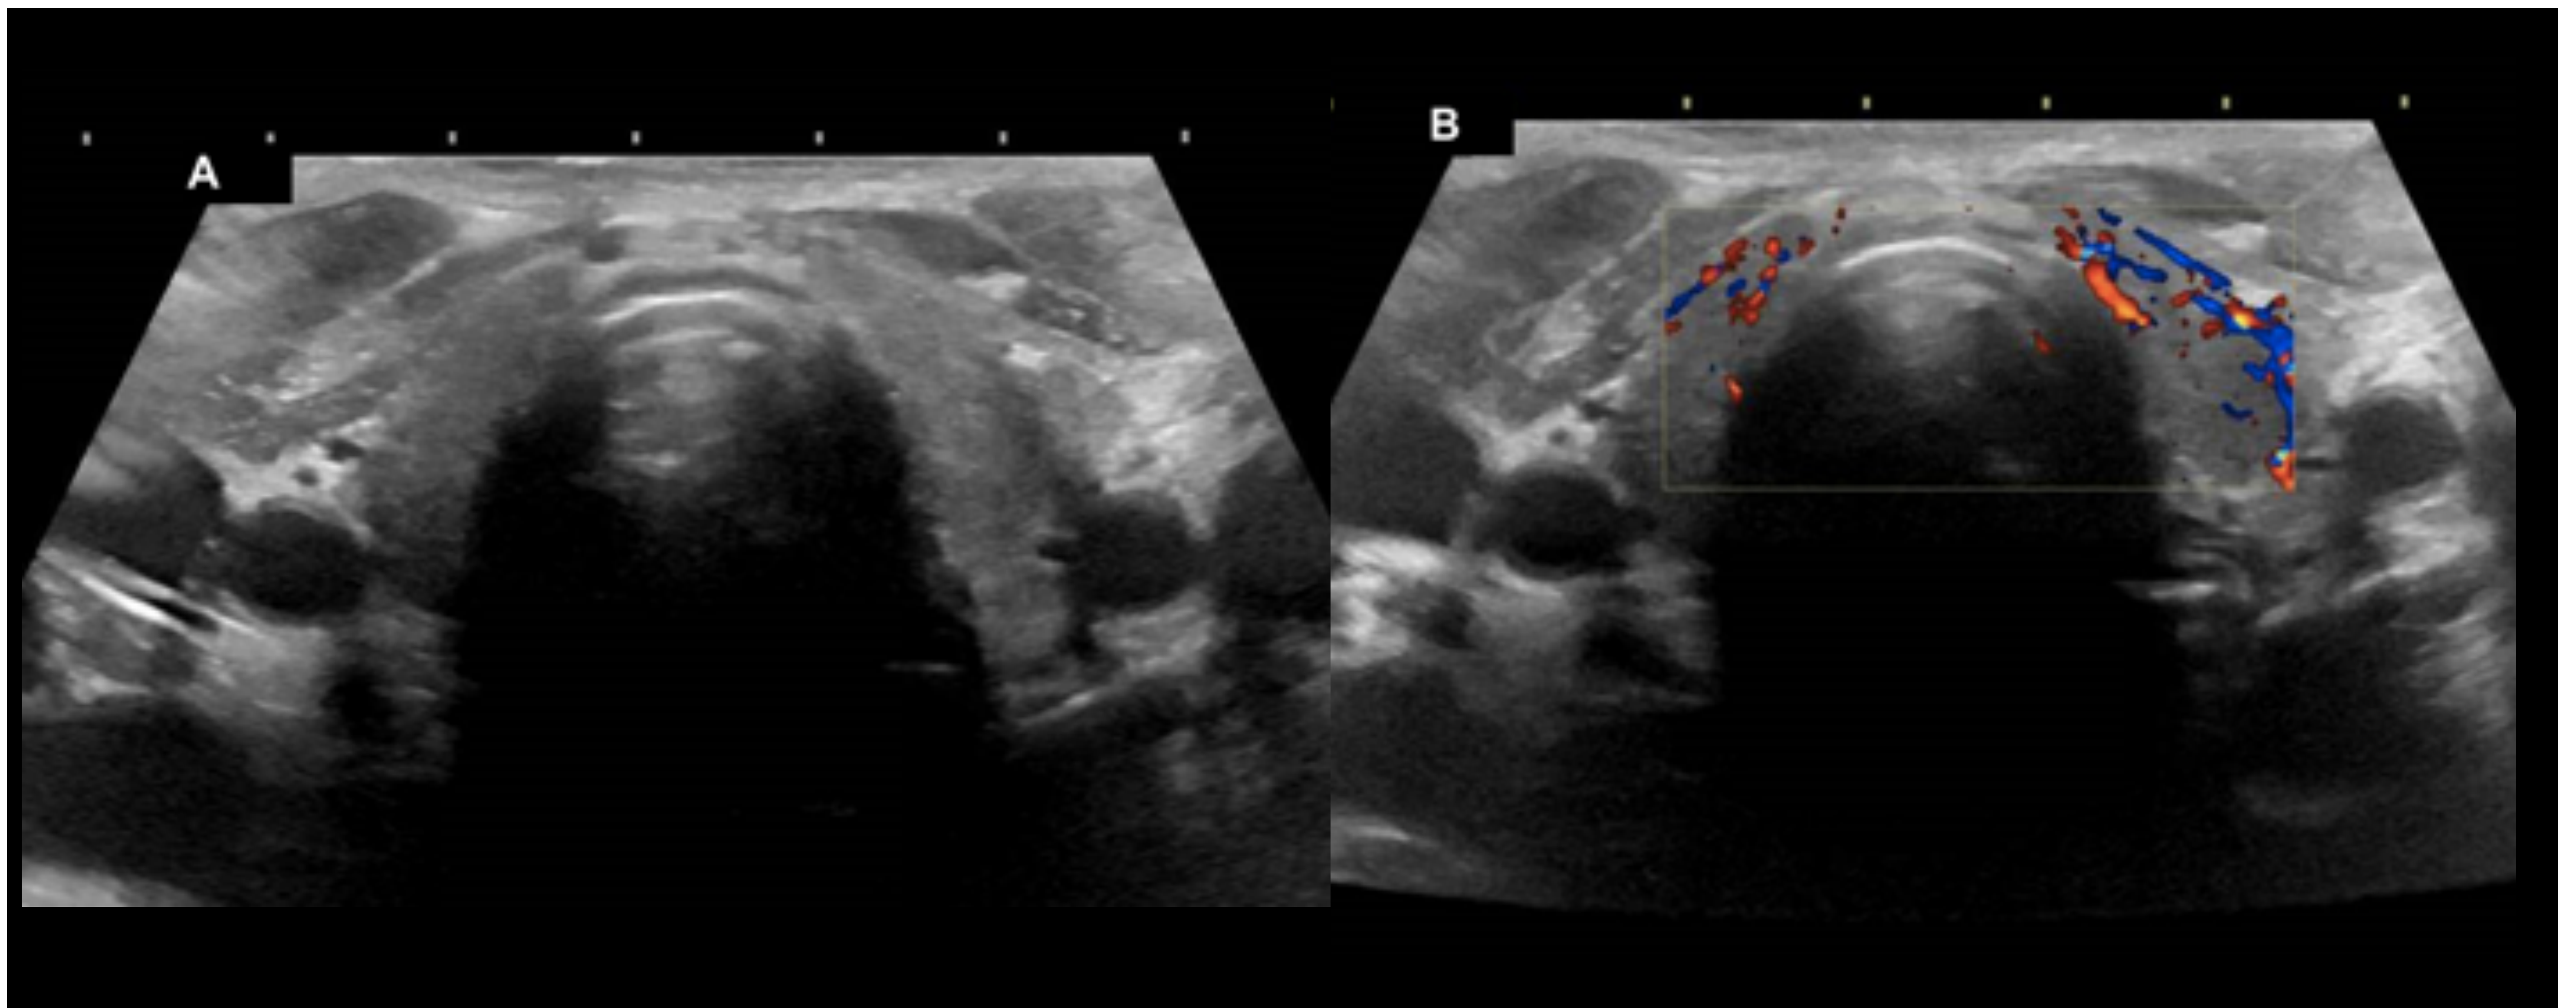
Tiroiditis de Hashimoto. Patrón hipoeogénico difuso. Ecografía de tiroides en plano axial en modo b (A) y en modo doppler (B). Se observa tiroides de tamaño normal con marcada disminución de su ecogenicidad de forma difusa y sin nódulos (A). Mediante doppler color se observa aumento de su vascularización (B). Estos hallazgos son indicativos de tiroiditis de Hashimoto con signos de actividad en paciente con clínica-analítica concordantes.
